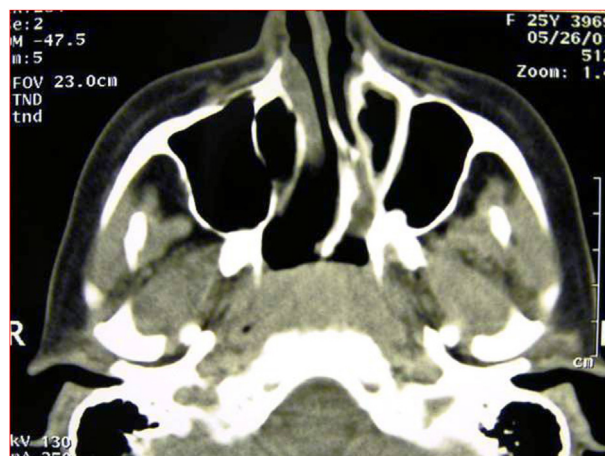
TC axial, atresia de coana mista esquerda monolateral.
